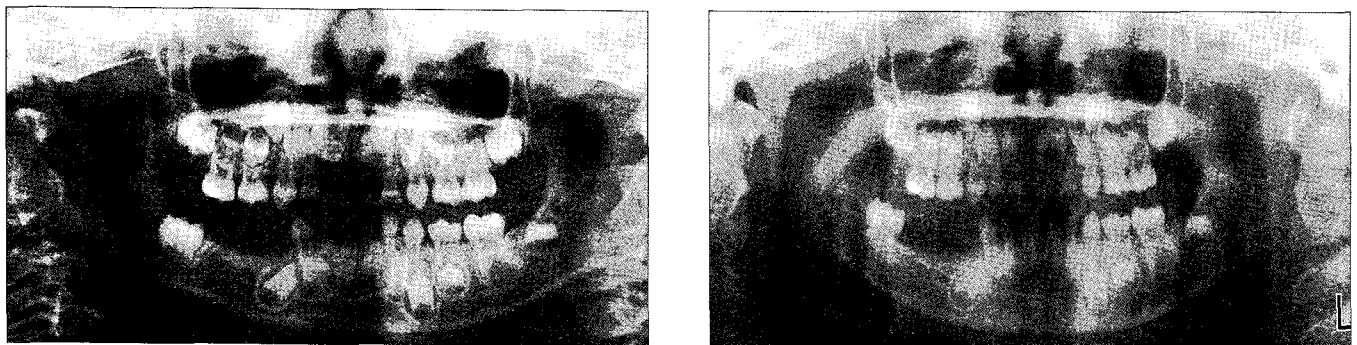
Panoramic radiograph of 1st visit and 1 year after.
